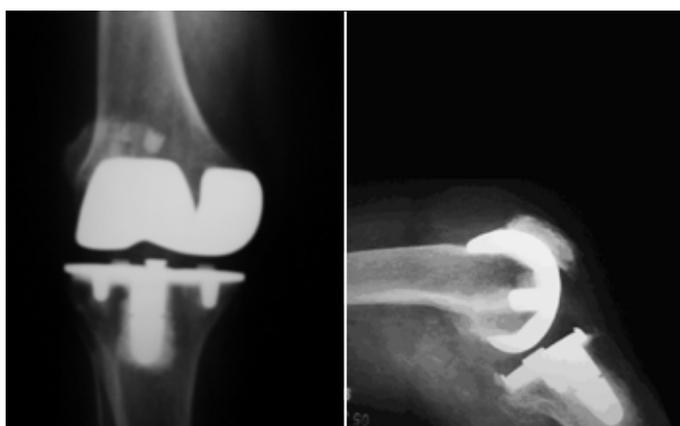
Radiografia pós-operatória do joelho esquerdo (17 anos de seguimento).
